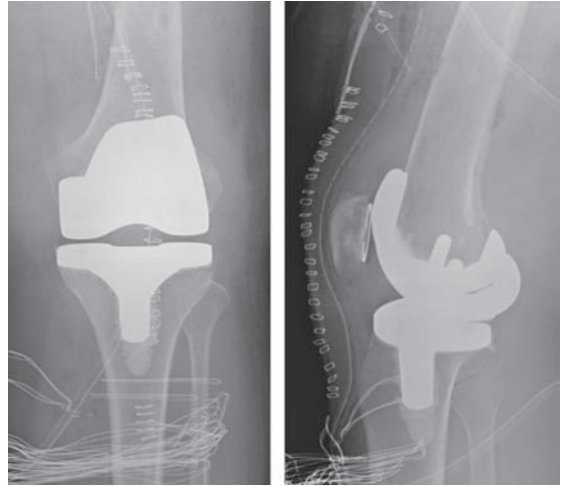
Controllo radiografico post-operatorio che evidenzia buon posizionamento delle componenti protesiche.
